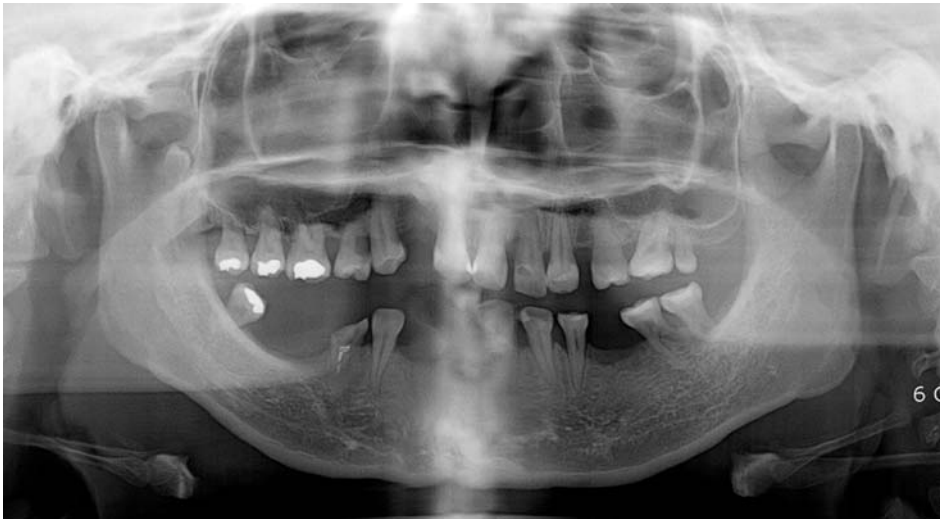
Panoramic Radiography shows the impacted third molar in right coronoid process.
